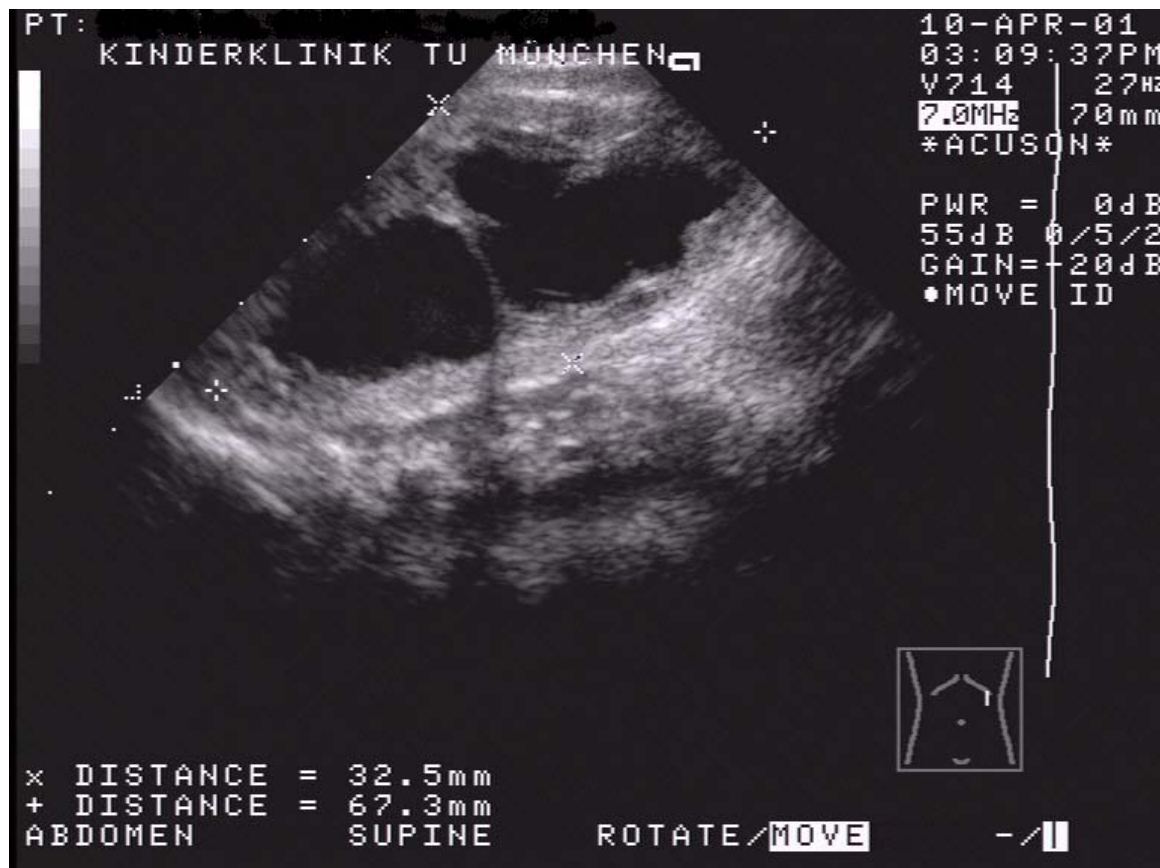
Ureterabgangsstenose, Sonographie
